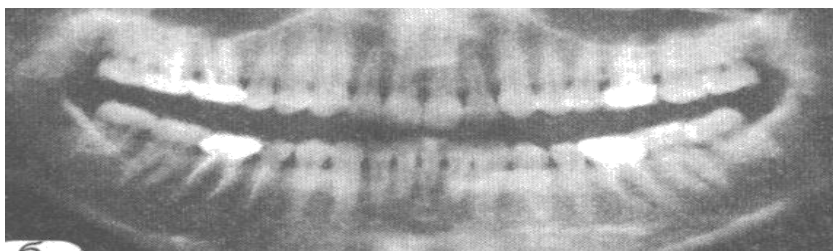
Панорамная рентгенография
